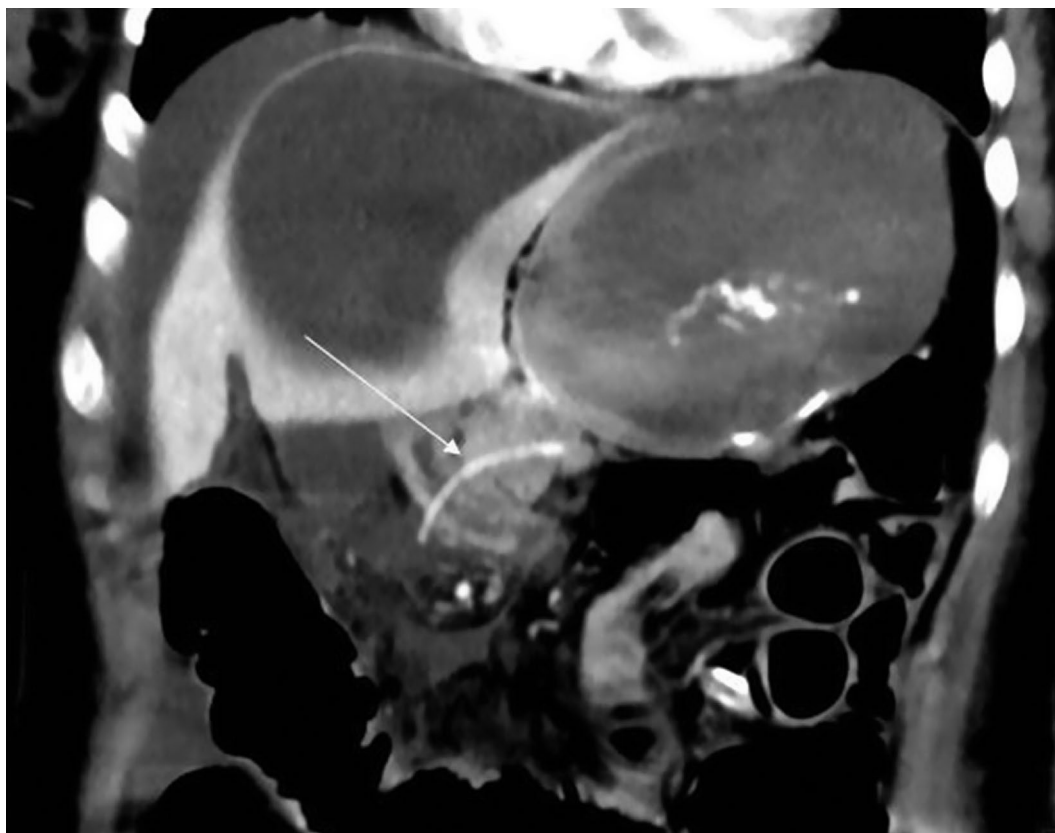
Мультиспиральная компьютерная томография с внутривенным болюсным контрастированием, корональная плоскость, портальная фаза сканирования. Визуализируется стент (стрелка), наружный конец которого проходит через стенку тонкой кишки, формирующей панкреатоеюноанастомоз, и определяется в отграниченном скоплении жидкости в брюшной полости
